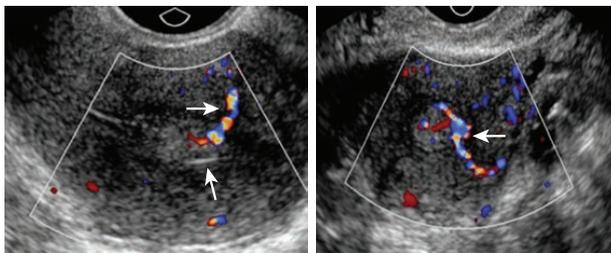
Las características ultrasonográficas de un pólipo endometrial incluyen un área hiperecogénica dentro de la cavidad endometrial, con o sin pequeños quistes regulares, rodeada por un “borde brillante” (flecha delgada), que es la interfaz entre el pólipo y el endometrio circundante. Las imágenes del Doppler color del endometrio pueden detectar un vaso central visualizado ingresando al endometrio desde el miometrio circundante, asignándosele el término descriptivo “signo de la arteria del pedículo” y también se le ha llamado “vaso nutricional” (flecha gruesa).
